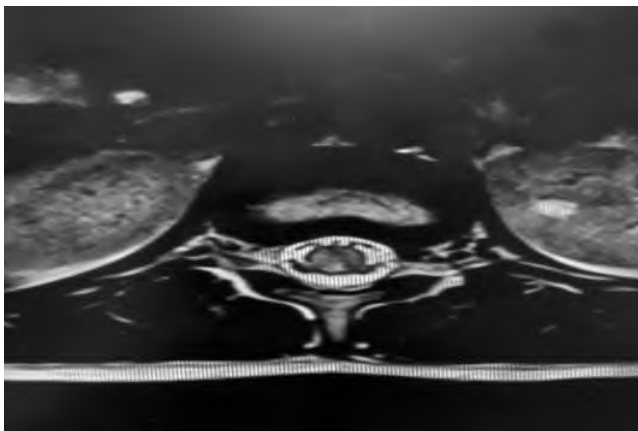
МРТ грудного и поясничного отдела позвоночника, пациентка Ж., 11 лет (09.12.2024)
